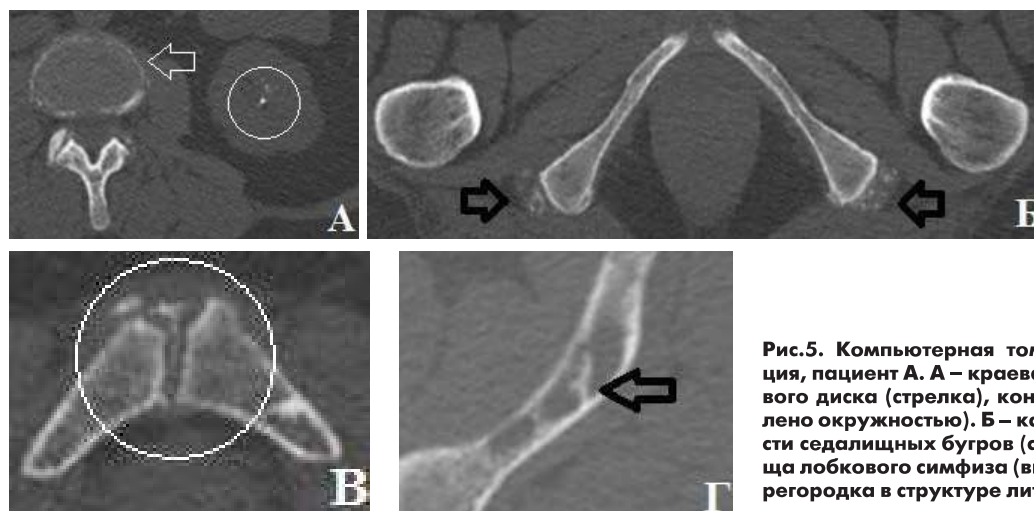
Компьютерная томография, аксиальная проекция, пациент А. А – краевая кальцинация межпозвонкового диска (стрелка), конкремент в левой почке (выделено окружностью). Б – кальцинация сухожилий в области седалищных бугров (стрелки). В – кальцинация хряща лобкового симфиза (выделено окружностью). Г – перегородка в структуре литического очага (стрелка).
